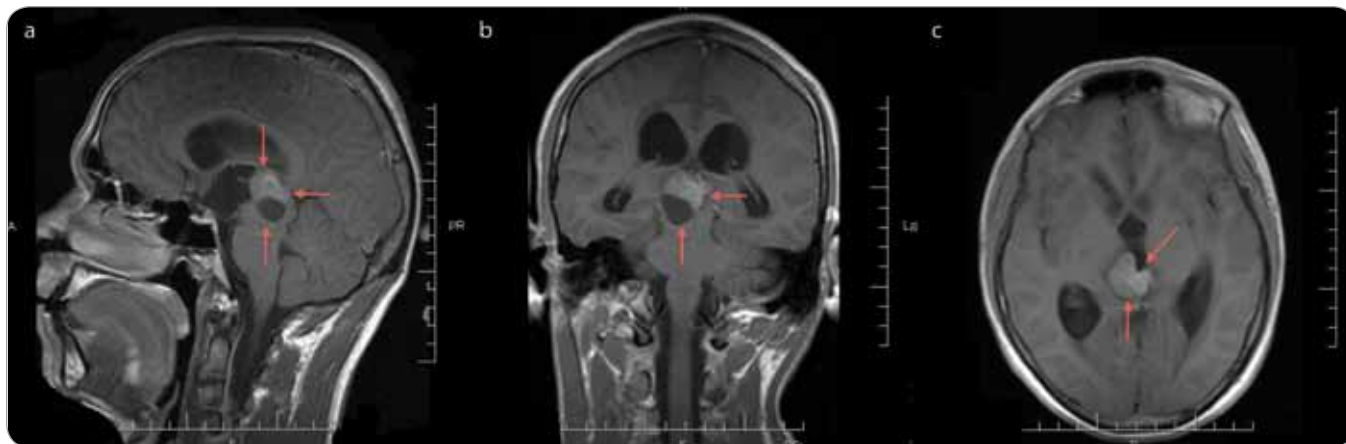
MRI T1-weighted postcontrast views – tumorous expansion of solid-cystic nature in the pineal region and in the right mesencephalon (arrows), penetrating the dorsal part of the 3rd ventricle with compressed aqueduct of Sylvius and 3-ventricular hydrocephalus – sagittal view.
